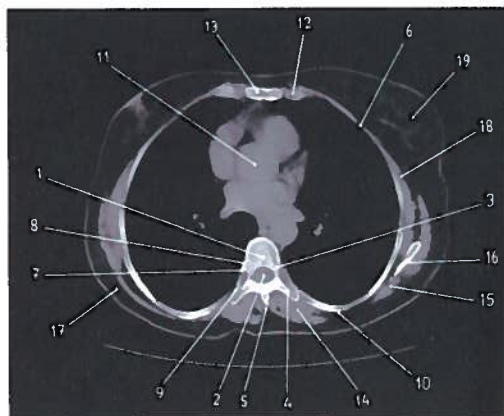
Corte axial da cavidade torácica em TC
